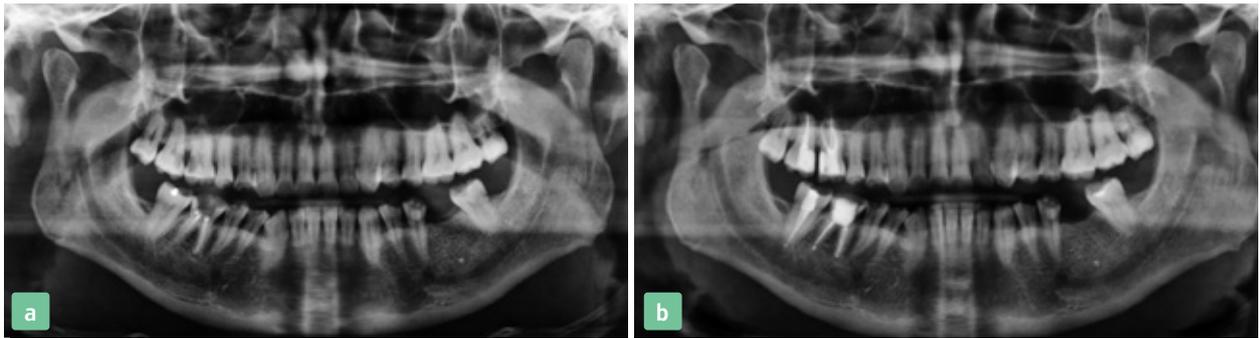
Röntgenologischer Ausgangsbefund mit einer Caries profunda an den Zähnen 16, 17, 46 und 47 (a). Nach konservierender Vorbehandlung (b) wurde die prothetische Rehabilitation eingeleitet.
